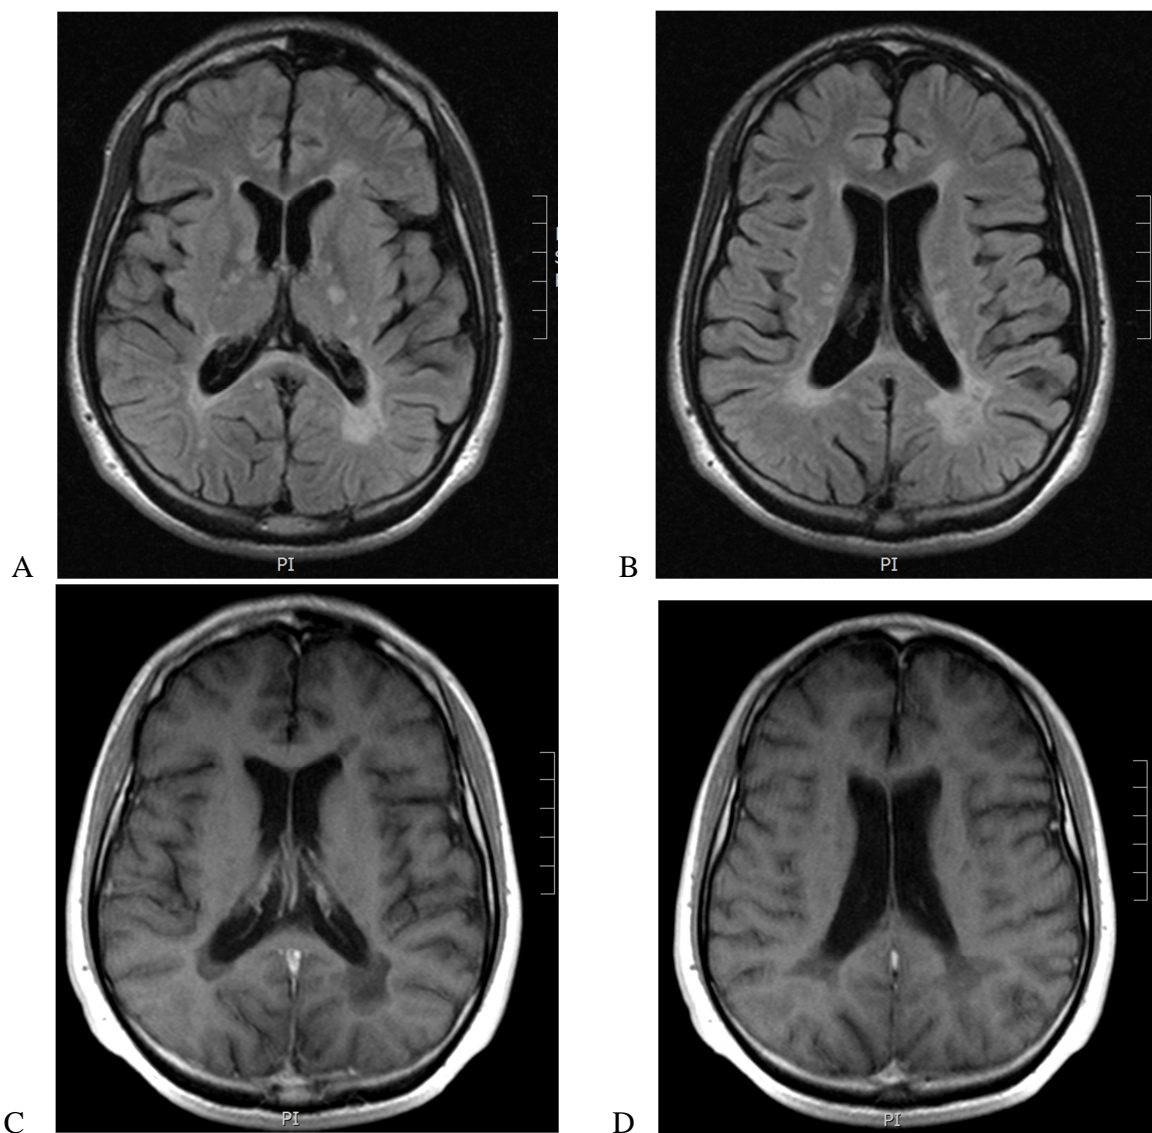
IRM del caso 2 previo al inicio de tratamiento de inducción con MTX. Se observan múltiples lesiones desmielinizantes en FLAIR supratentoriales (A y B) e infratentoriales en T2 (C). Ninguna con reforzamiento con medio de contraste (C).
